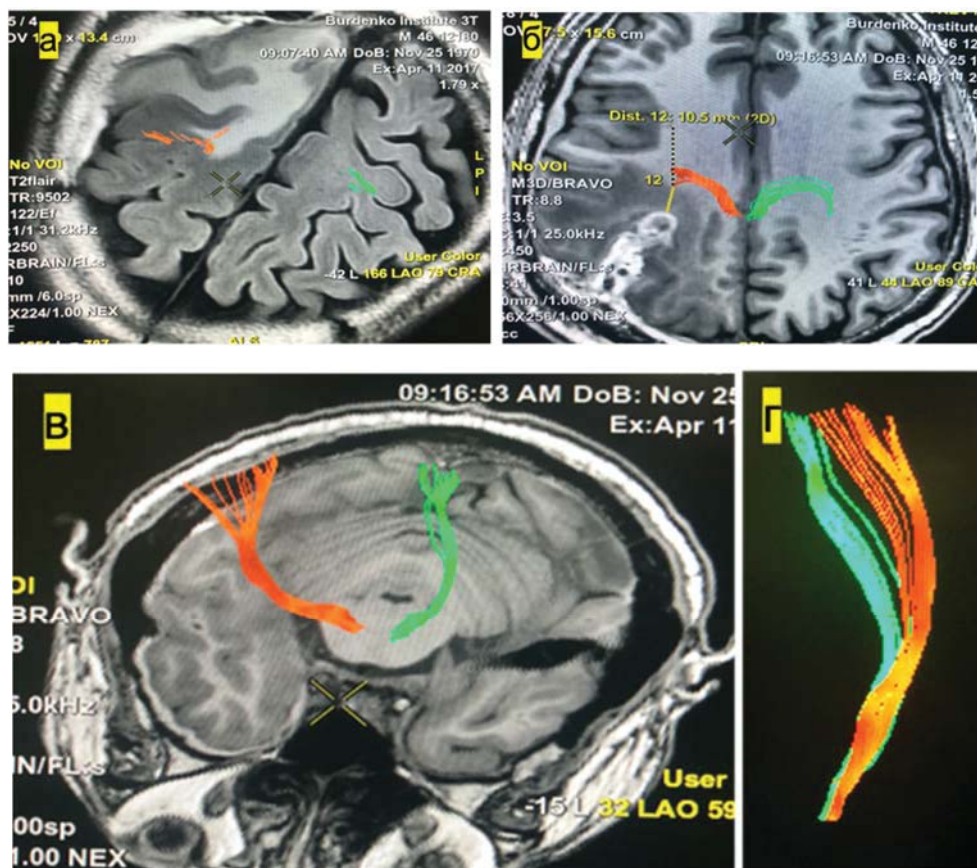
МРТ после операции:
